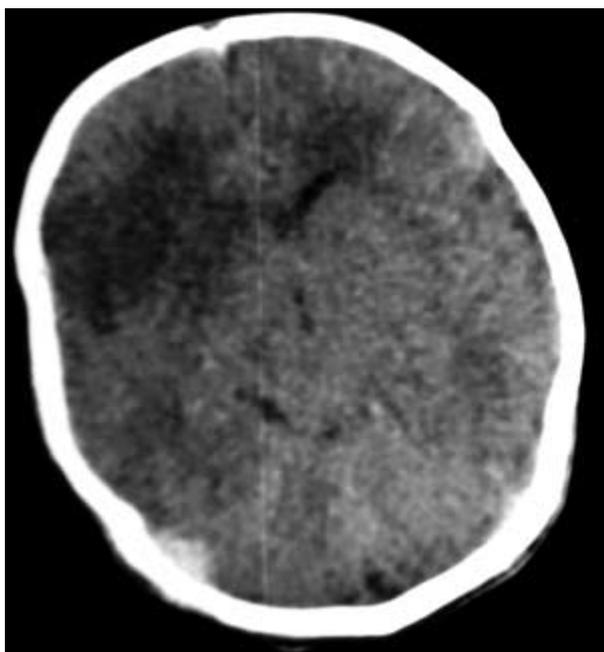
TAC cerebral: área hipodensa de la región frontotemporal izquierda y tálamo izquierdo compatible con lesión isquémica aguda por infarto de la arteria cerebral media.
